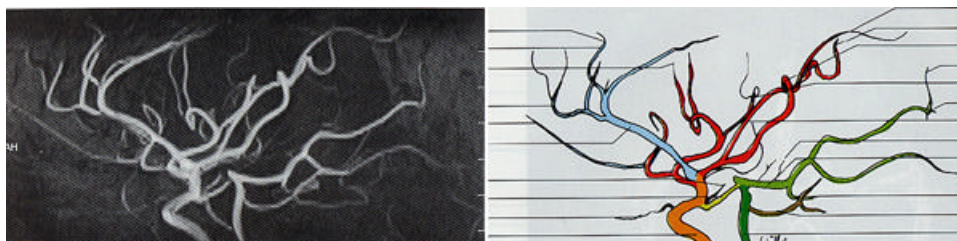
Representación esquemática y angio-RM de la circulación cerebral: en verde se representa el origen adulto de la ACP que se origina en la arteria basilar. Este territorio vascular posterior se comunica con el territorio carotídeo a través de la comunicante posterior, que se representa en amarillo.
